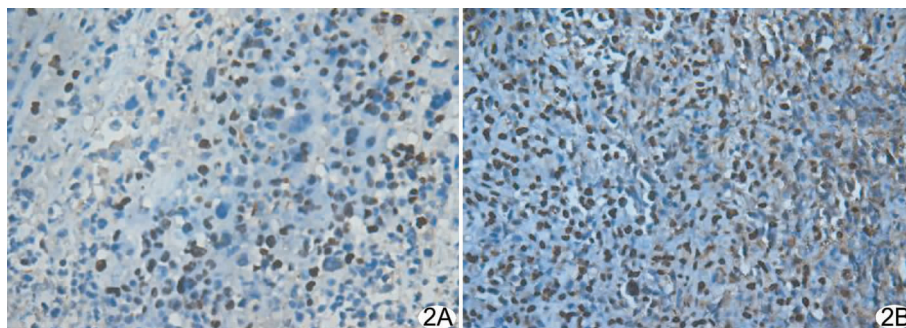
H22 肿瘤细胞凋亡 TUNEL 光镜图 A. 对照组肿瘤细胞凋亡光镜图(×400)凋亡细胞核被染成棕褐色,可见较少肿瘤细胞凋亡; B. 超声加载药微泡组凋亡光镜图(×400)凋亡的 H22 肿瘤细胞最多
